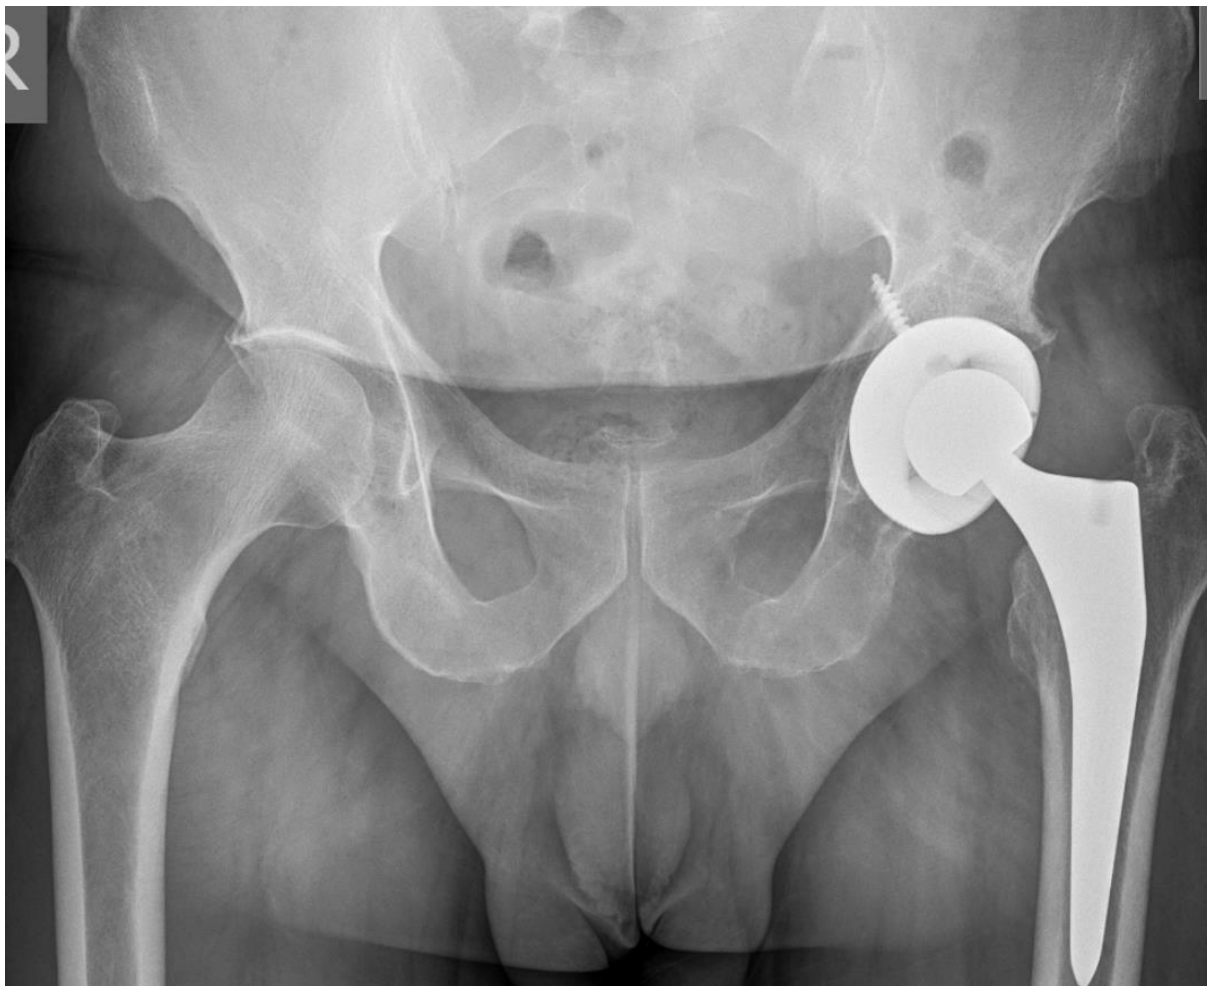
Рентгенограма. Ендопротезування лівого кульшового суглоба
